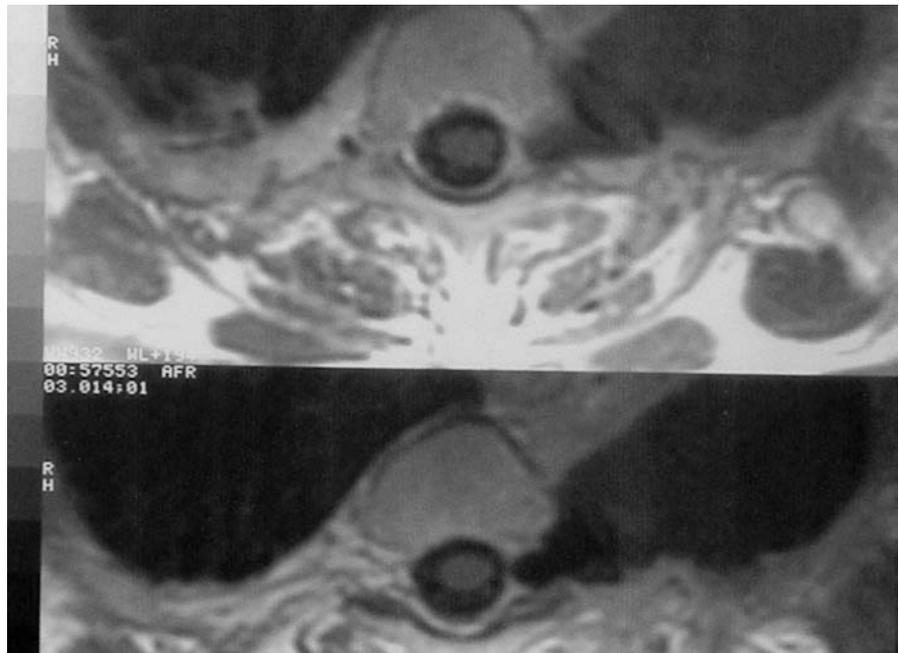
Resonancia magnética dorsal (D2-D3). Se muestra una solución de continuidad en la región paravertebral izquierda compatible con fístula en dicha zona.
